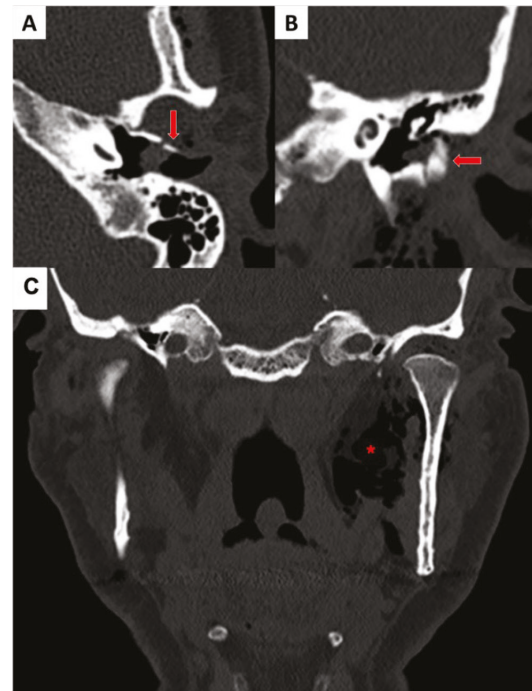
Tomografía computarizada. Peñasco izquierdo en corte axial (A) y coronal (B), donde se observa fractura de la porción timpánica del hueso temporal (flecha). Macizo facial en corte coronal (C), donde se observa aire en torno a la articulación temporomandibular (ATM) izquierda que se extiende hacia el espacio parafaríngeo ipsilateral (asterisco).
